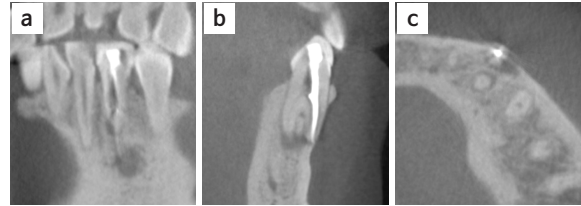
추가 근관을 확인하기 위해 촬영한 CBCT 영상 (a) coronal view (b) sagittal view (c) axial view
